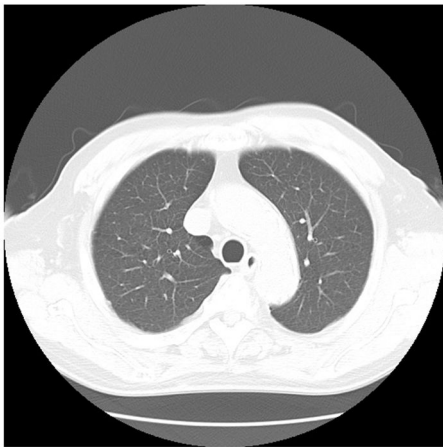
図 3 症例の CT 画像（大動脈弓部）
